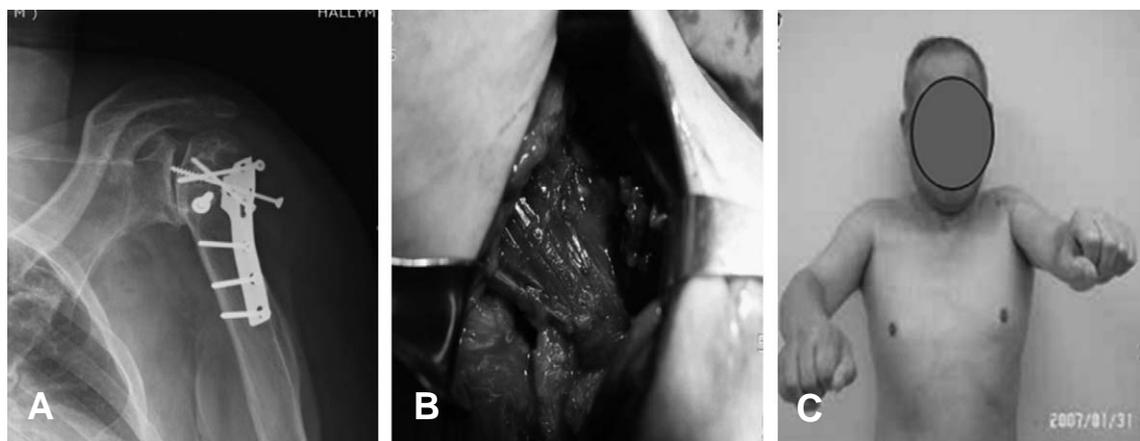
(A) BPreoperative radiographs showing severe arthropathic changes of the left shoulder. (B) Intraoperative photograph showing transfer of pectoralis major muscle to the glenoid labrum. (C) After 14 month, active flexion 90 degrees are possible.
